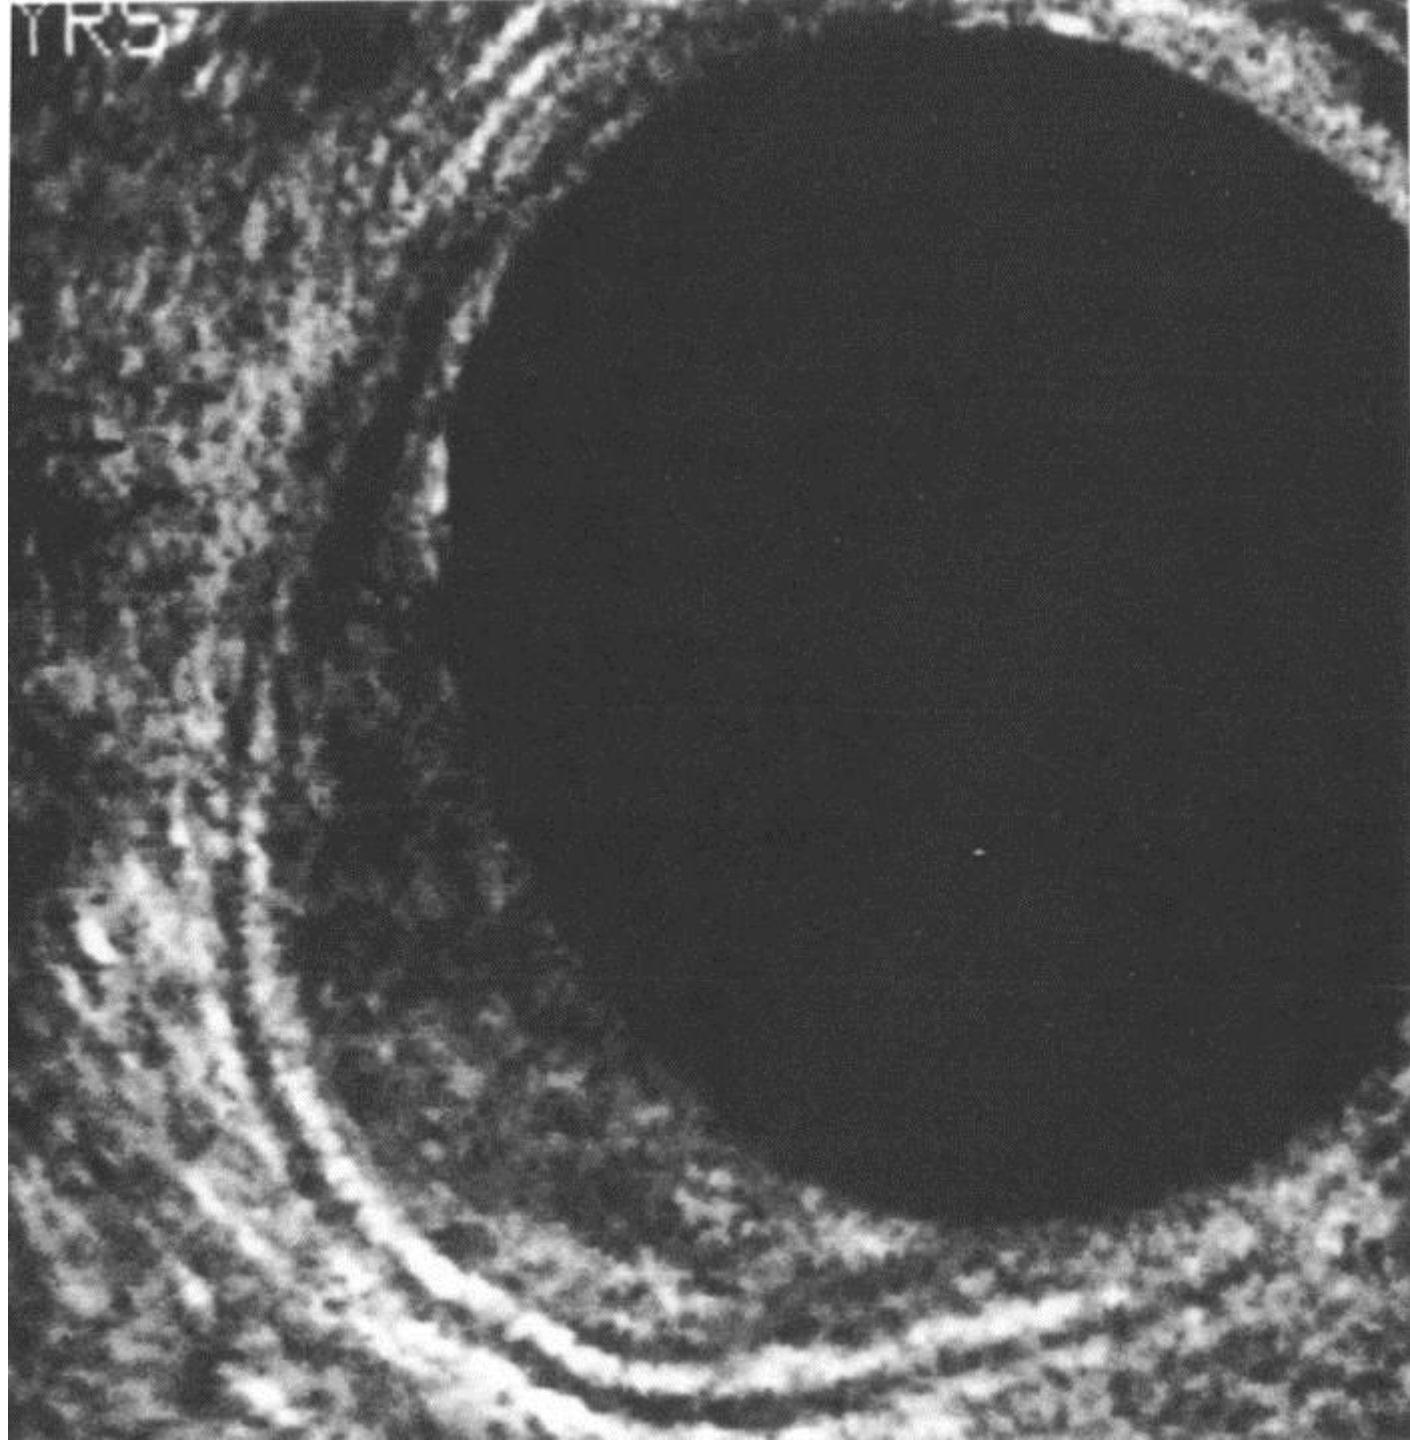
Color Doppler imaging during endorectal sonography.
